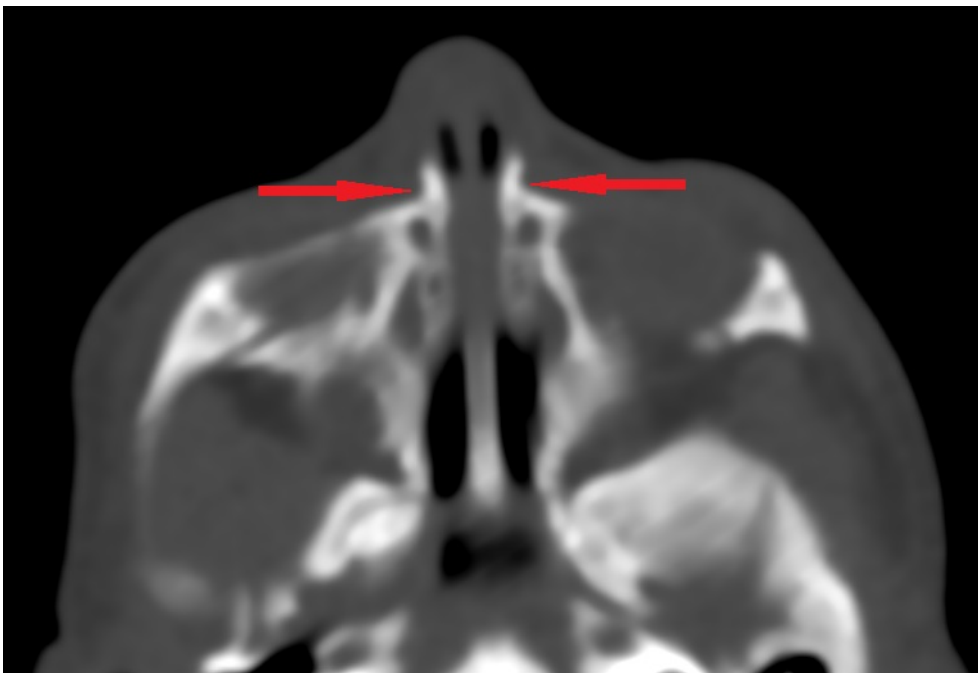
tomografia computadorizada em plano axial focado mostrando estreitamento da abertura piriforme (flechas).
